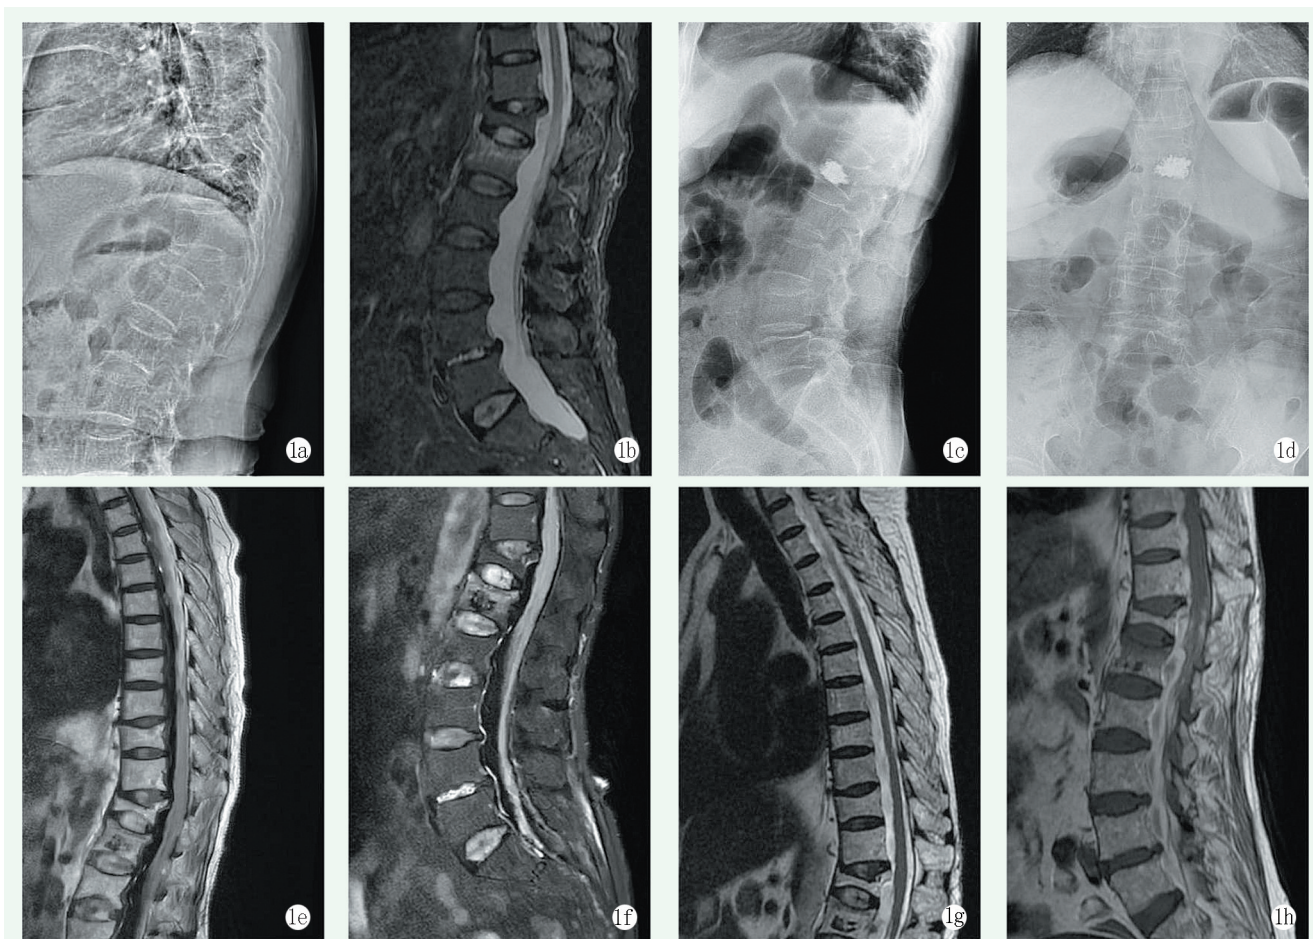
患者，女，69 岁，L<sub>1</sub> 椎体压缩性骨折，行经皮椎体成形术治疗 1a, 1b: 术前腰椎 X 线及 MRI 示 L<sub>1</sub> 椎体压缩骨折 1c, 1d: PVP 术后腰椎 X 线片，未见骨水泥外渗 1e, 1f: 术后第 2 d 胸椎及腰椎 MRI 示椎管内占位 1g, 1h: 行椎管减压血肿清除术后 1 周复查胸椎及腰椎 MRI，椎管内血肿信号较前吸收
